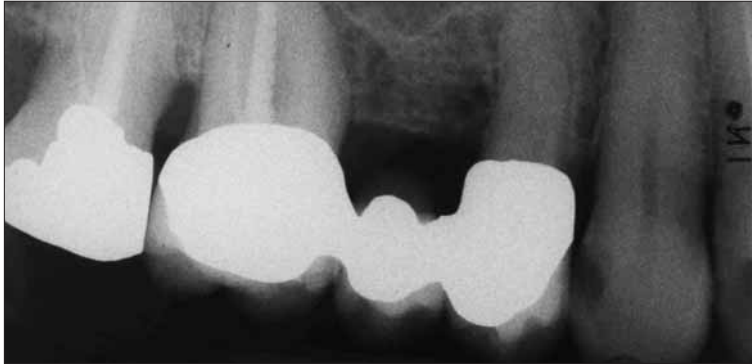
Röntgenbild der Ausgangssituation im Oberkiefer rechts. Zahn 16 ist nicht erhaltungswürdig. Eine Brückenversorgung 17-x-x-14 mit einer vollkeramischen Brücke mit Zirkonoxidgerüst wird angestrebt.
